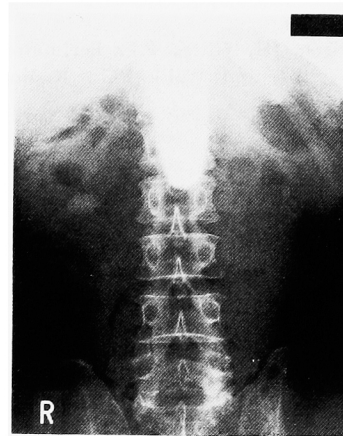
Plain film of case 7 demonstrates calculus in renal pelvis
